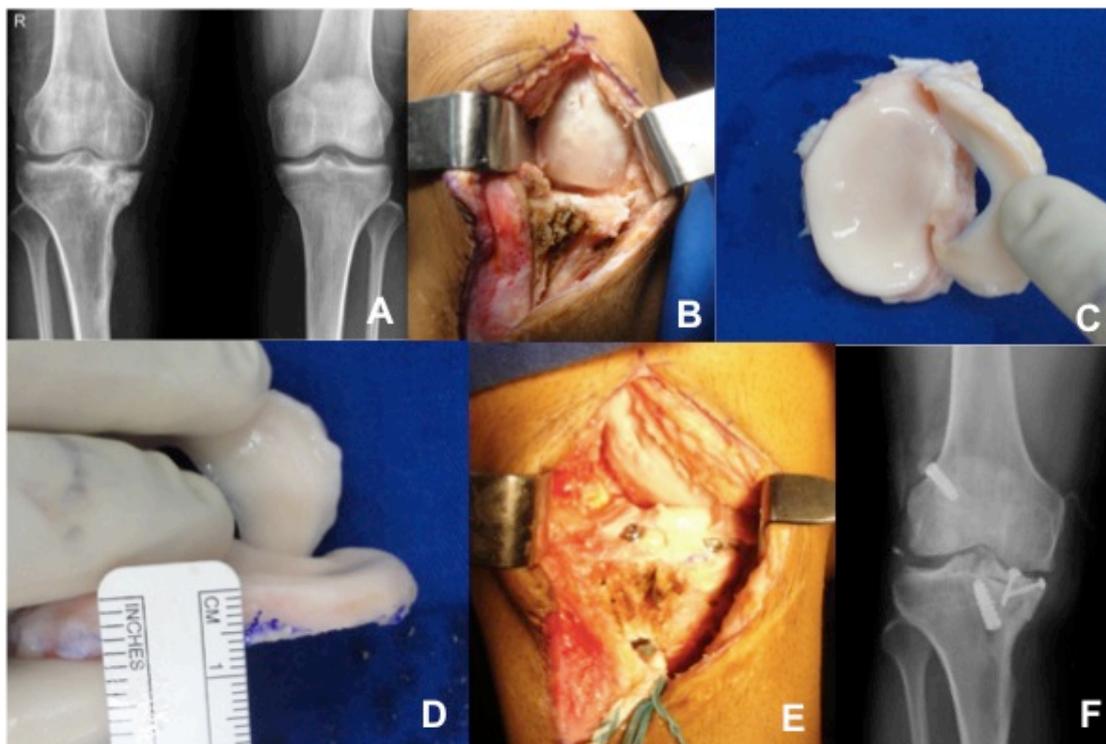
(Paciente 5) – A) Radiografia demonstrando sequela de fratura de planalto medial em joelho direito com afundamento B) Aspecto intraoperatório após corte ósseo do planalto medial C) Enxerto de doador no intraoperatório com planalto e menisco mediais, mantendo suas inserções anterior e posterior D) Mensuração da profundidade do enxerto com sete milímetros no total (cartilagem e osso) E) Aspecto intraoperatório após fixação do enxerto e reconstrução de ligamento cruzado anterior simultâneas F) Radiografia final do enxerto após o transplante
